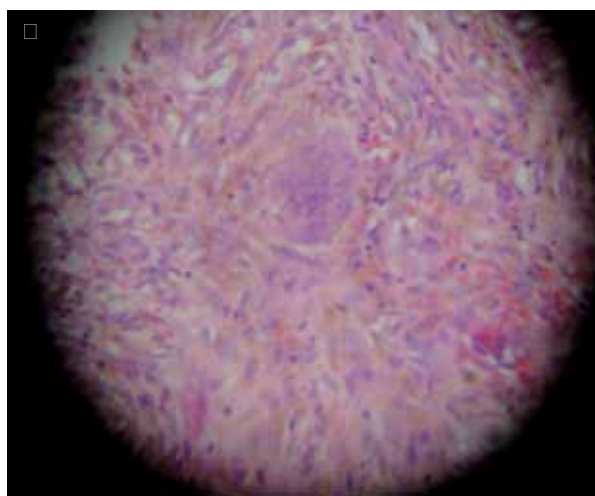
Figura □ □. Radiografías anteroposterior y lateral del antebrazo, en las que se observa lesión cavitaria, que corresponde a quiste óseo aneurismático en el radio. □. Corte histológico en el que se identifican tabiques fibrosos que contienen escaso osteoide, así como células gigantes multinucleadas que son similares a los osteoclastos; hay, además, abundantes depósitos de hemosiderina.
